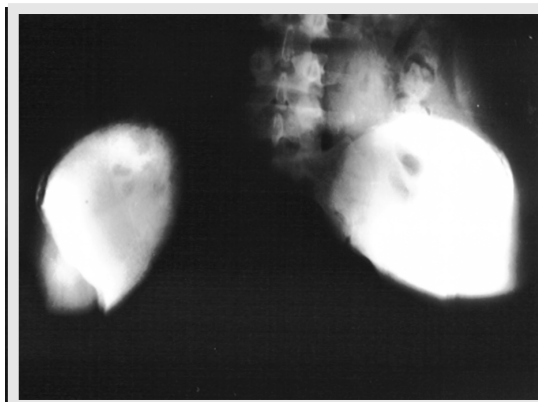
Radiografia (AP), usando foco de luz para melhor visualização da avulsão.
